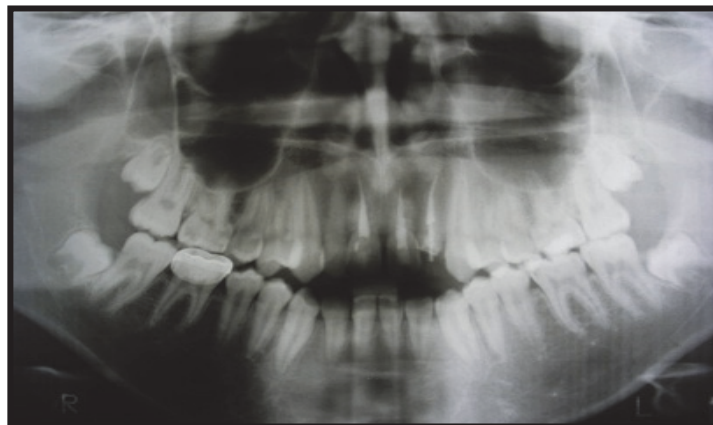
Radiographie panoramique d'un patient qui a reçu un traumatisme sur les incisives ; 11, 21 et 22 ont dû être dévitalisées. Au test de percussion elles semblent ankylosées et la radiographie montre une résorption radiculaire principalement sur 11 et 21 (10)
